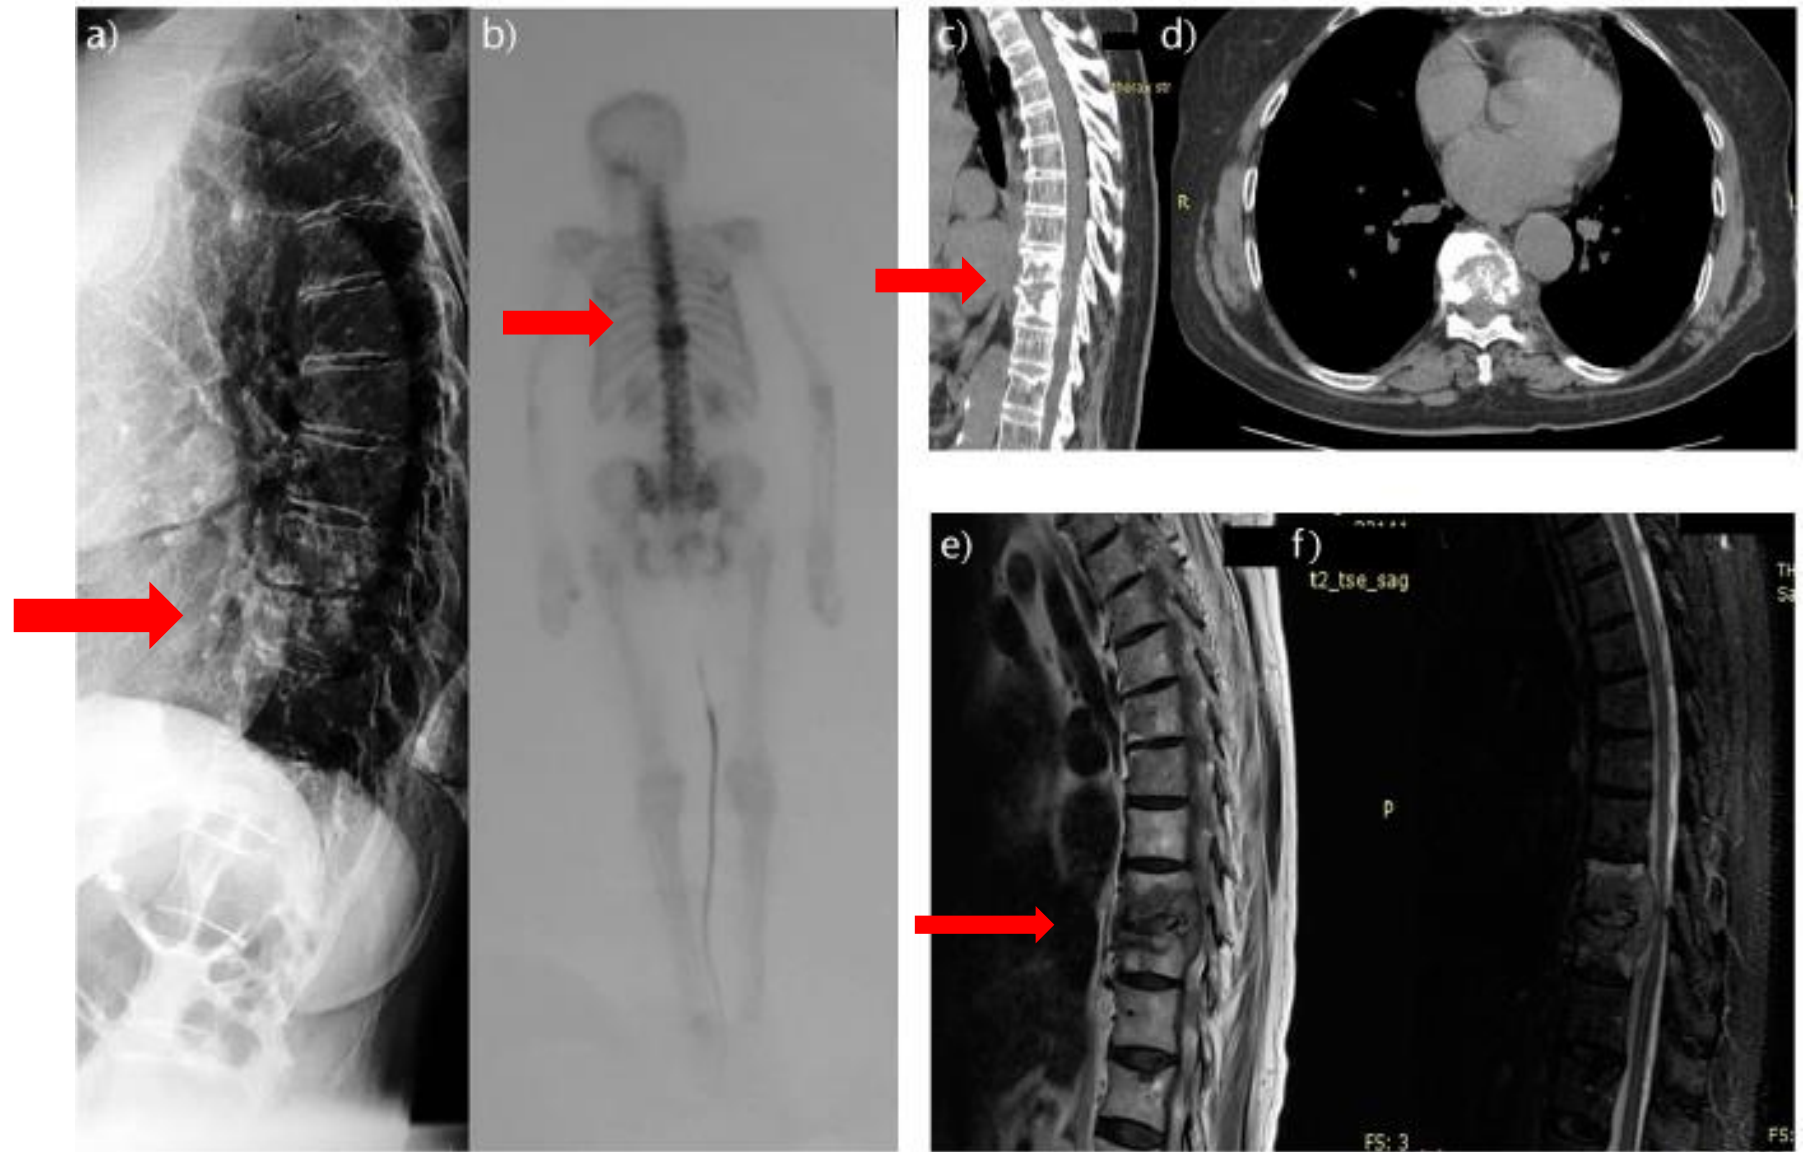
(a) Lateral radiograph of the thoracic spine, (b) ^{99m}Tc -MDP bone scan, (c) sagittal and (d) axial CT, and sagittal (e) T1-weighted and (f) T2-weighted MRI of the spine of an 83-year-old woman with tuberculosis spondylodiscitis showing increased radionuclide uptake and destruction of the T9 to T10 vertebrae.
